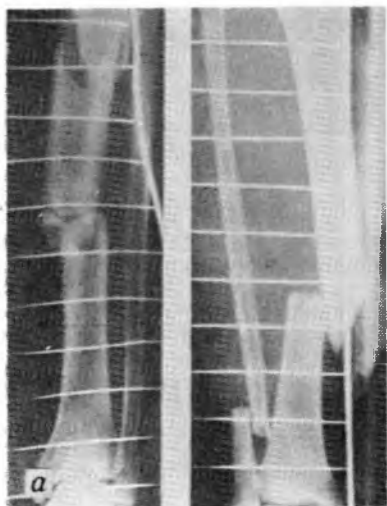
Рентгенограммы больного Ф. до (а) и через 6 месяцев после чрескостного остеосинтеза (б)
